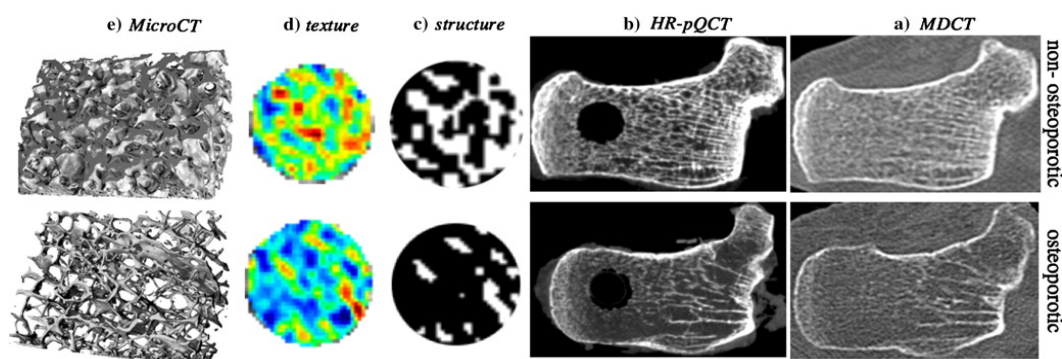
Micro-arquitectura trabecular del calcáneo con Micro TC y MDCT
